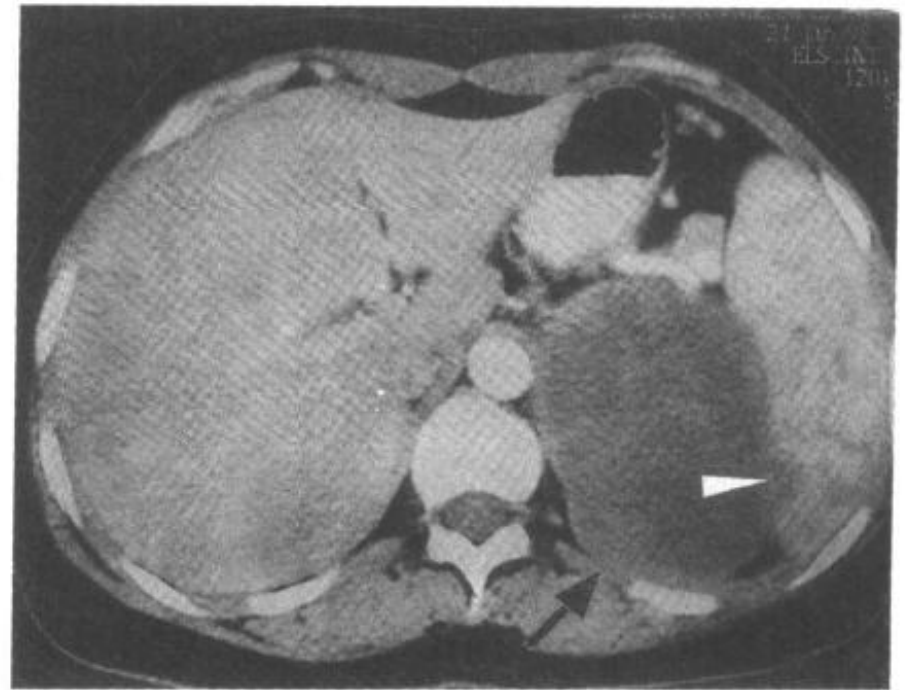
4—16 肾上腺嗜铬细胞瘤 CT 表现
